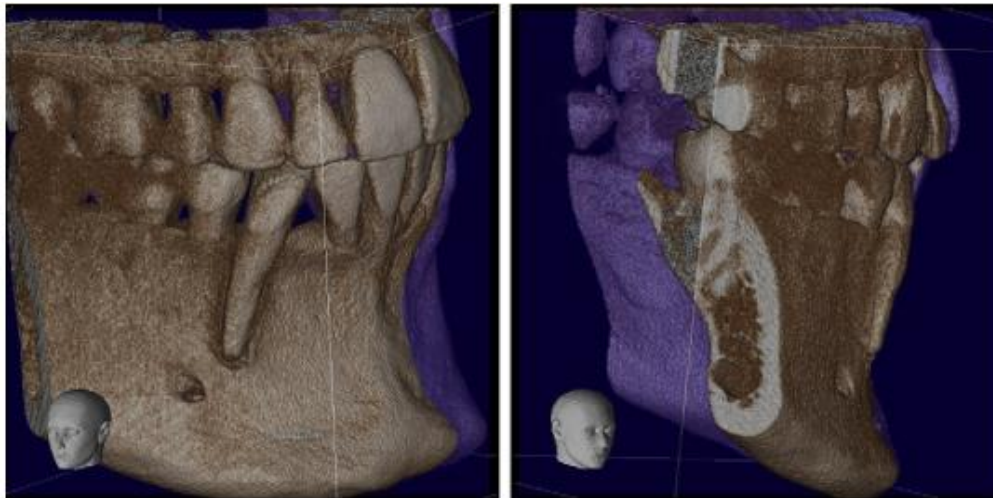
Tomografía muestra la pérdida ósea y la dirección del canino debido a la rotación.
